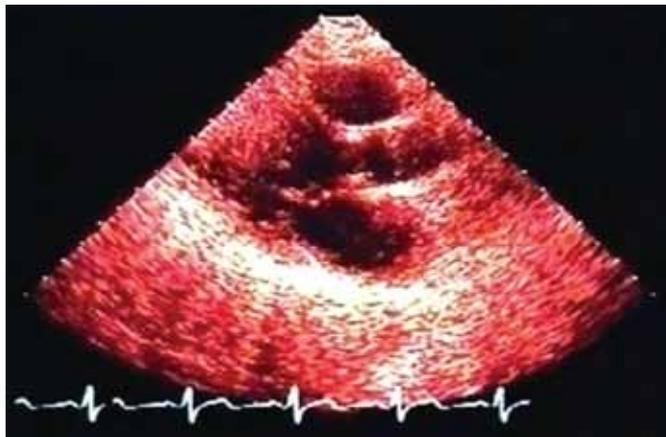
Эхокардиограмма больной непосредственно после лучевой терапии на средостение. Парастеральная позиция длинной оси сердца. Видны неизмененные створки митрального и аортального клапанов
